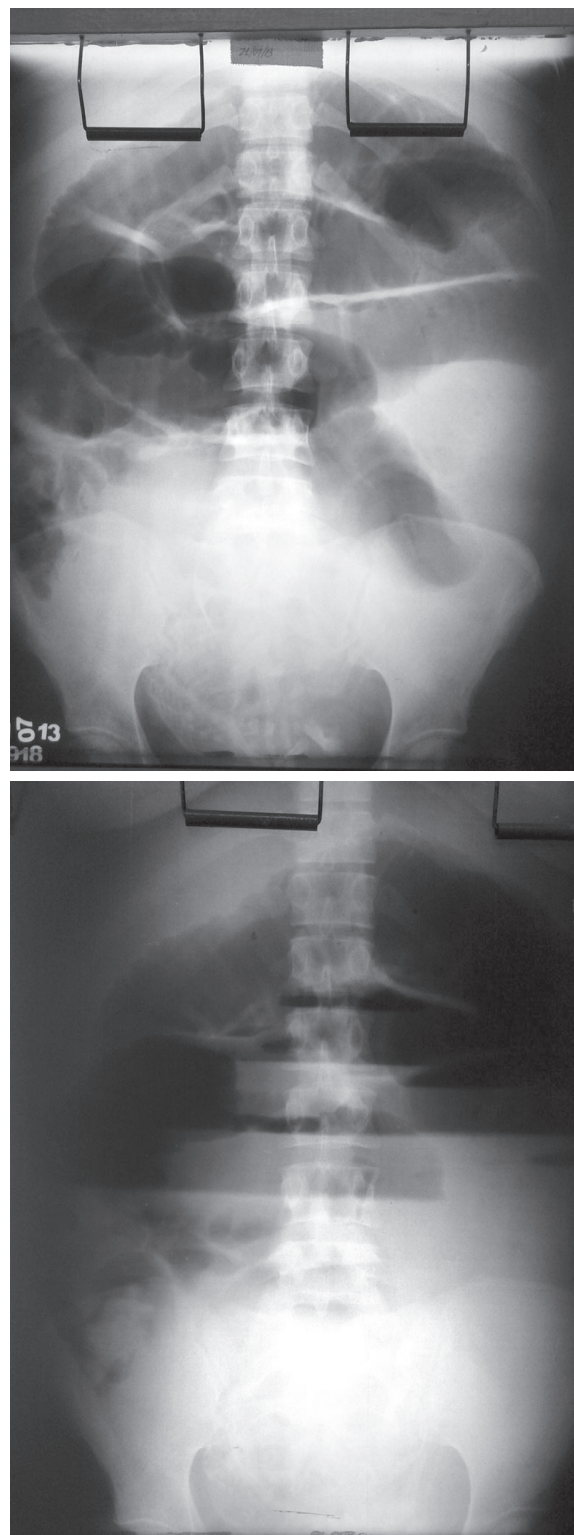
Radiografia simples de abdome. A. Radiografia ântero-posterior, em decúbito dorsal. Observam-se alças de delgado distendidas. B. Radiografia ântero-posterior ortostática. Há níveis de líquido em alças distendidas de delgado.
